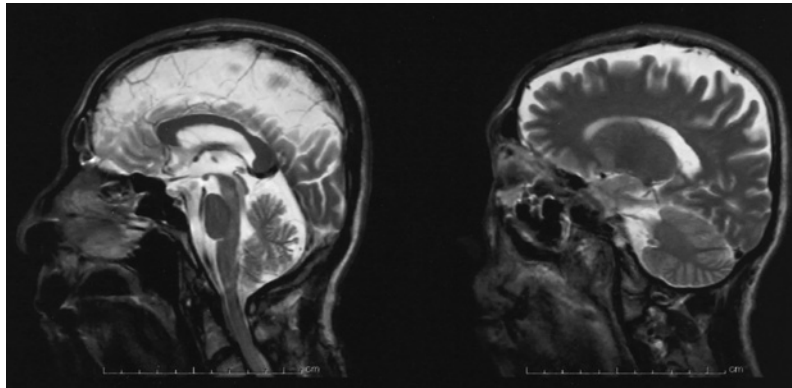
Brain MRI T2-weighted image (sagittal view: T2 TR/TE = 4,000/128)
